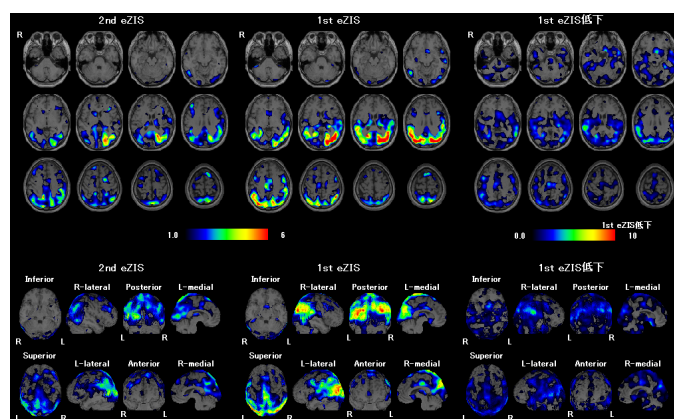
DLB患者における無気力改善前後の脳血流SPECT統計解析結果
